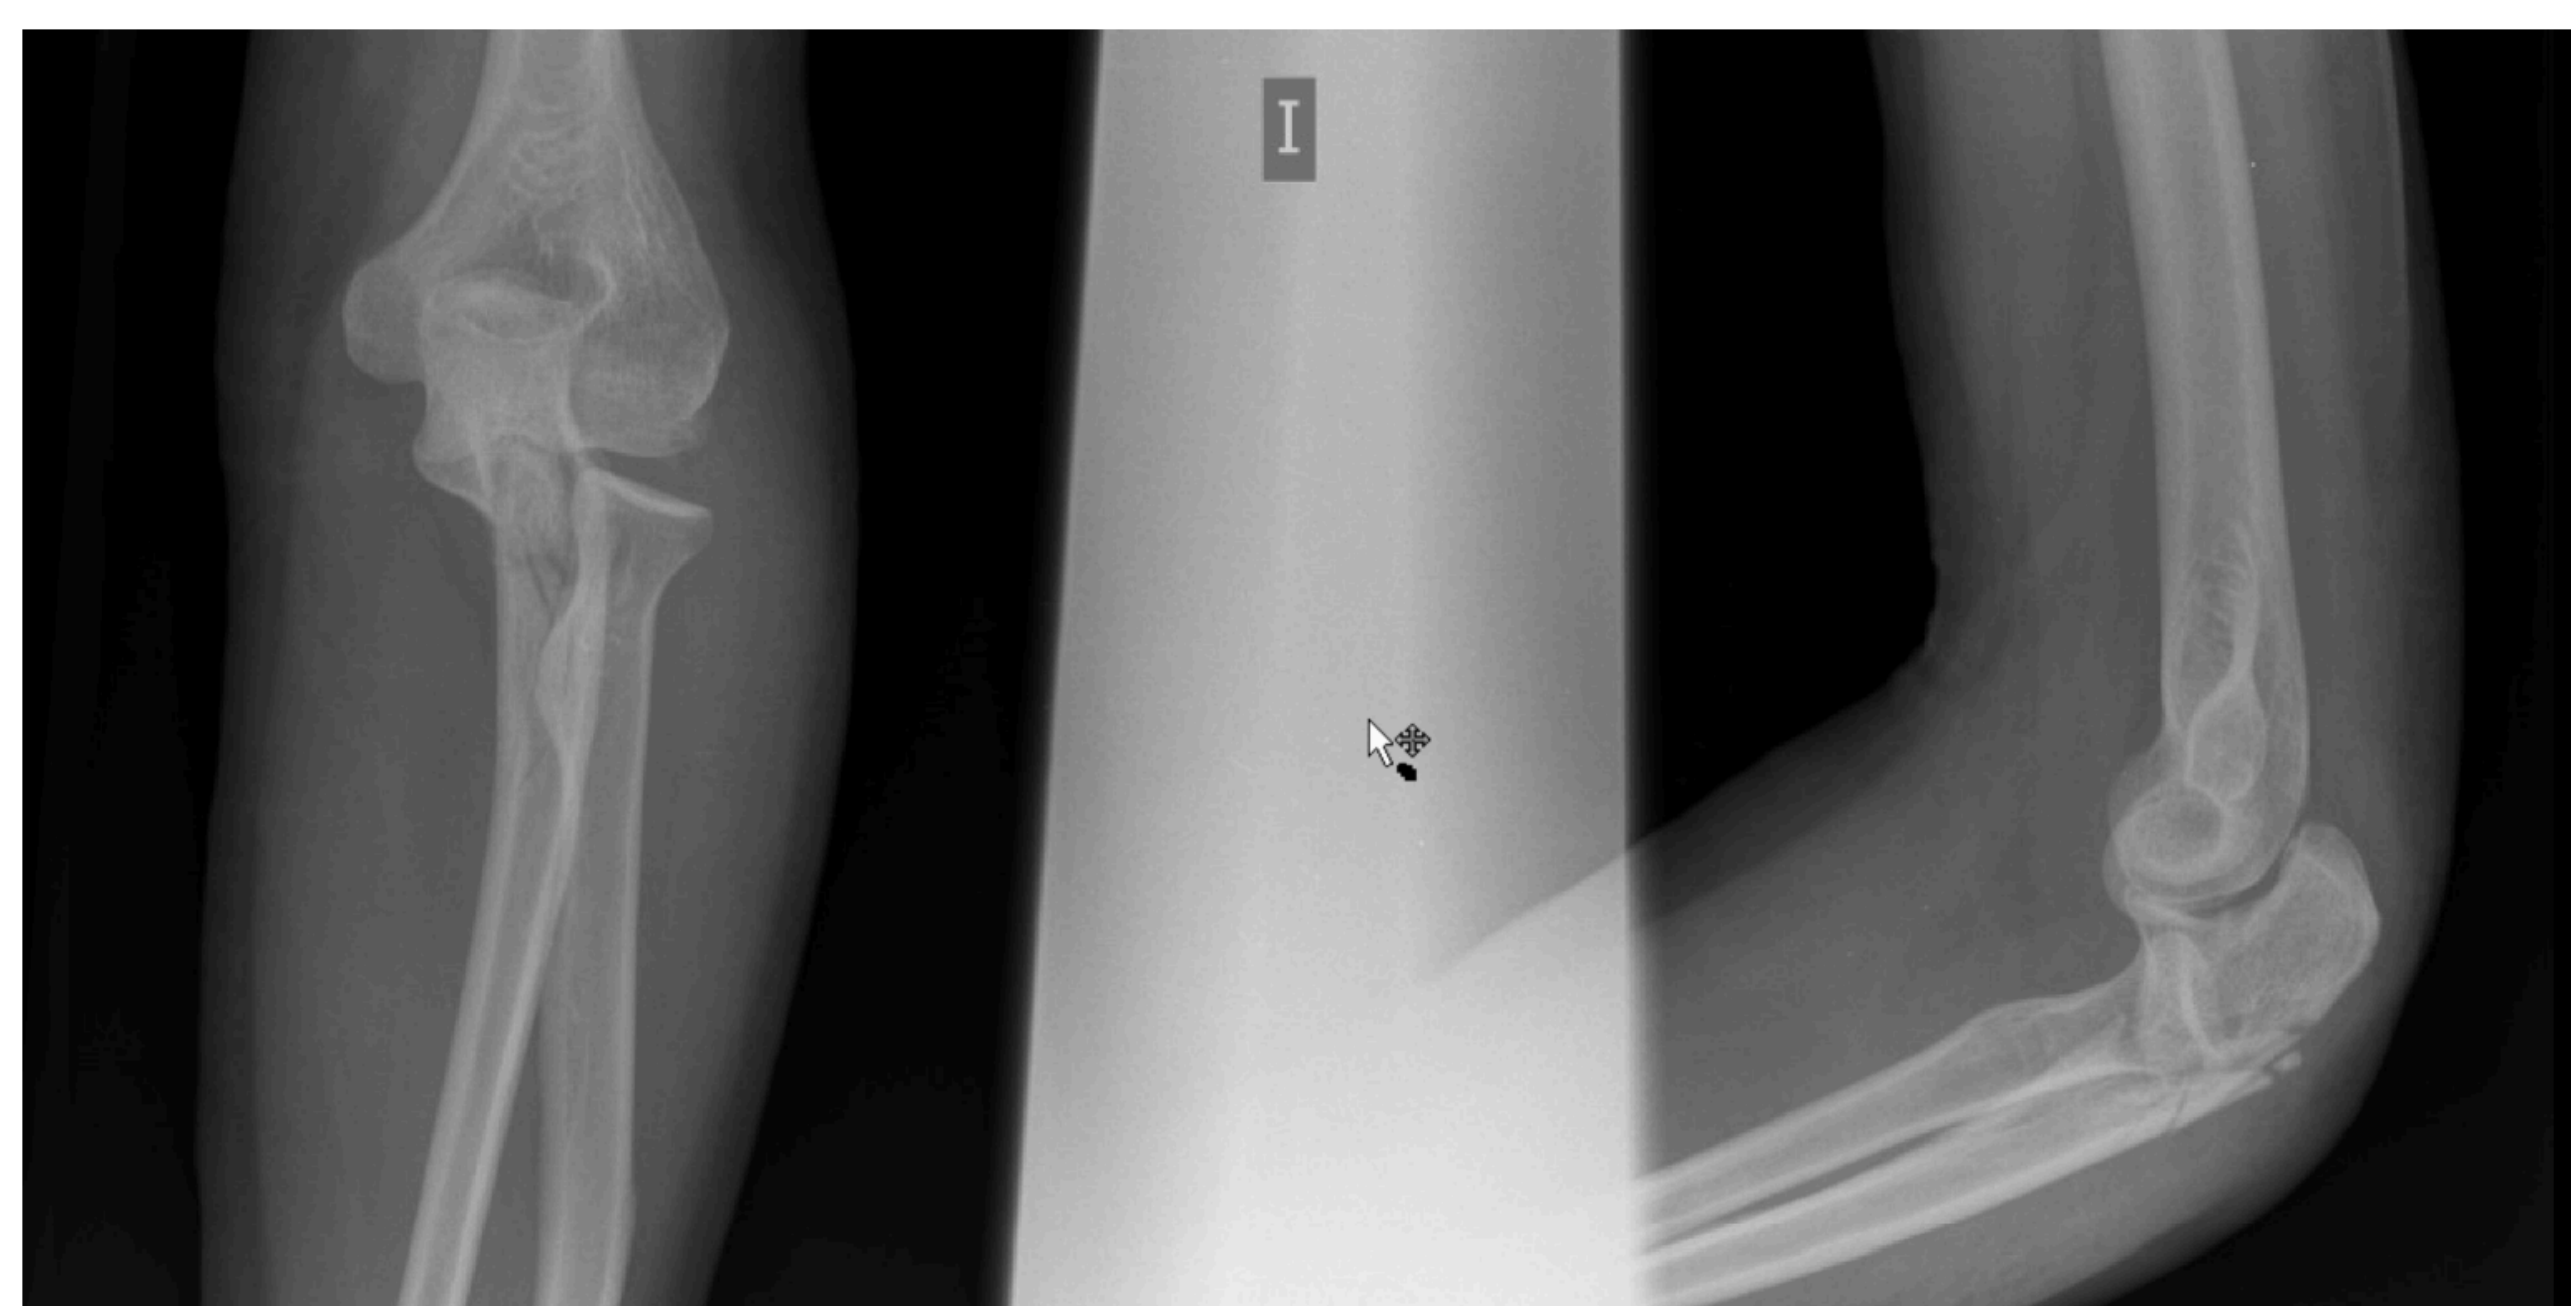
Radiografía simple AP y lateral de codo izquierdo tras retirar la inmovilización y producirse la luxación de la cabeza radial
